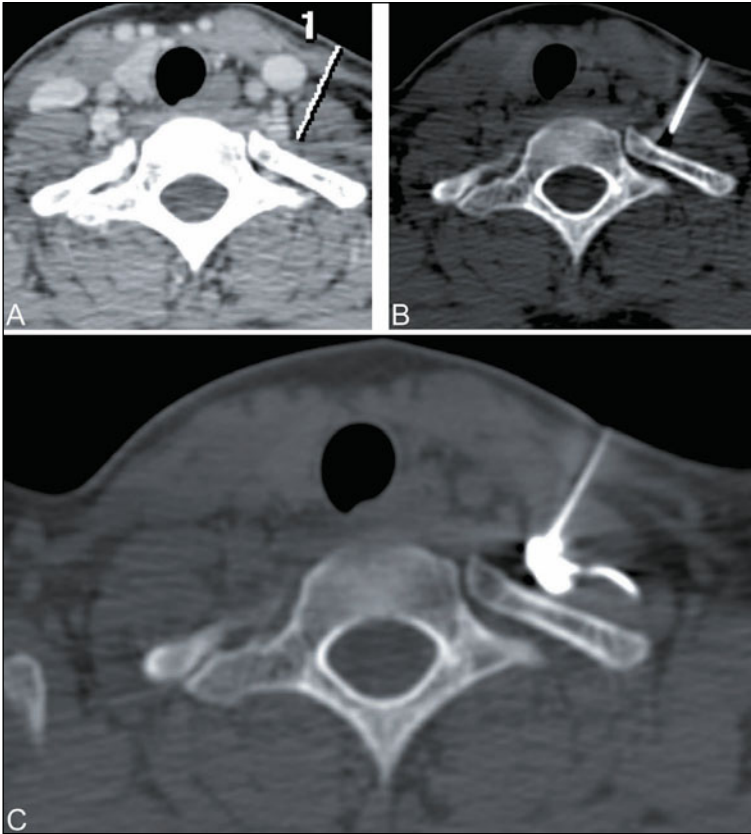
Infiltration du ganglion stellaire gauche sous contrôle TDM au niveau de T1.
